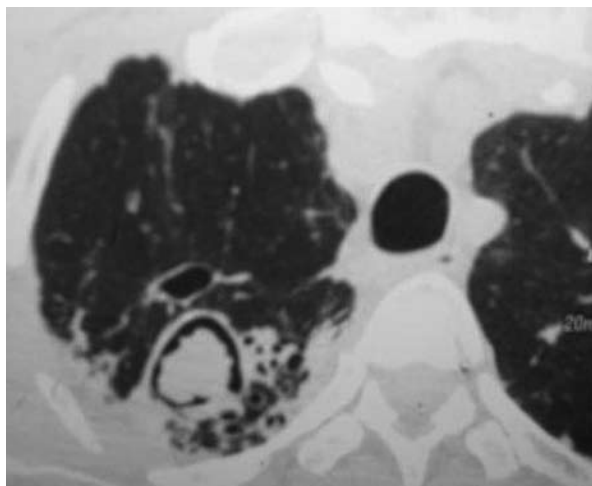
Tomografía pulmonar. Se observa lesión cavitaria con halo periférico y engrosamiento pleural asociado en ápice pulmonar derecho.
